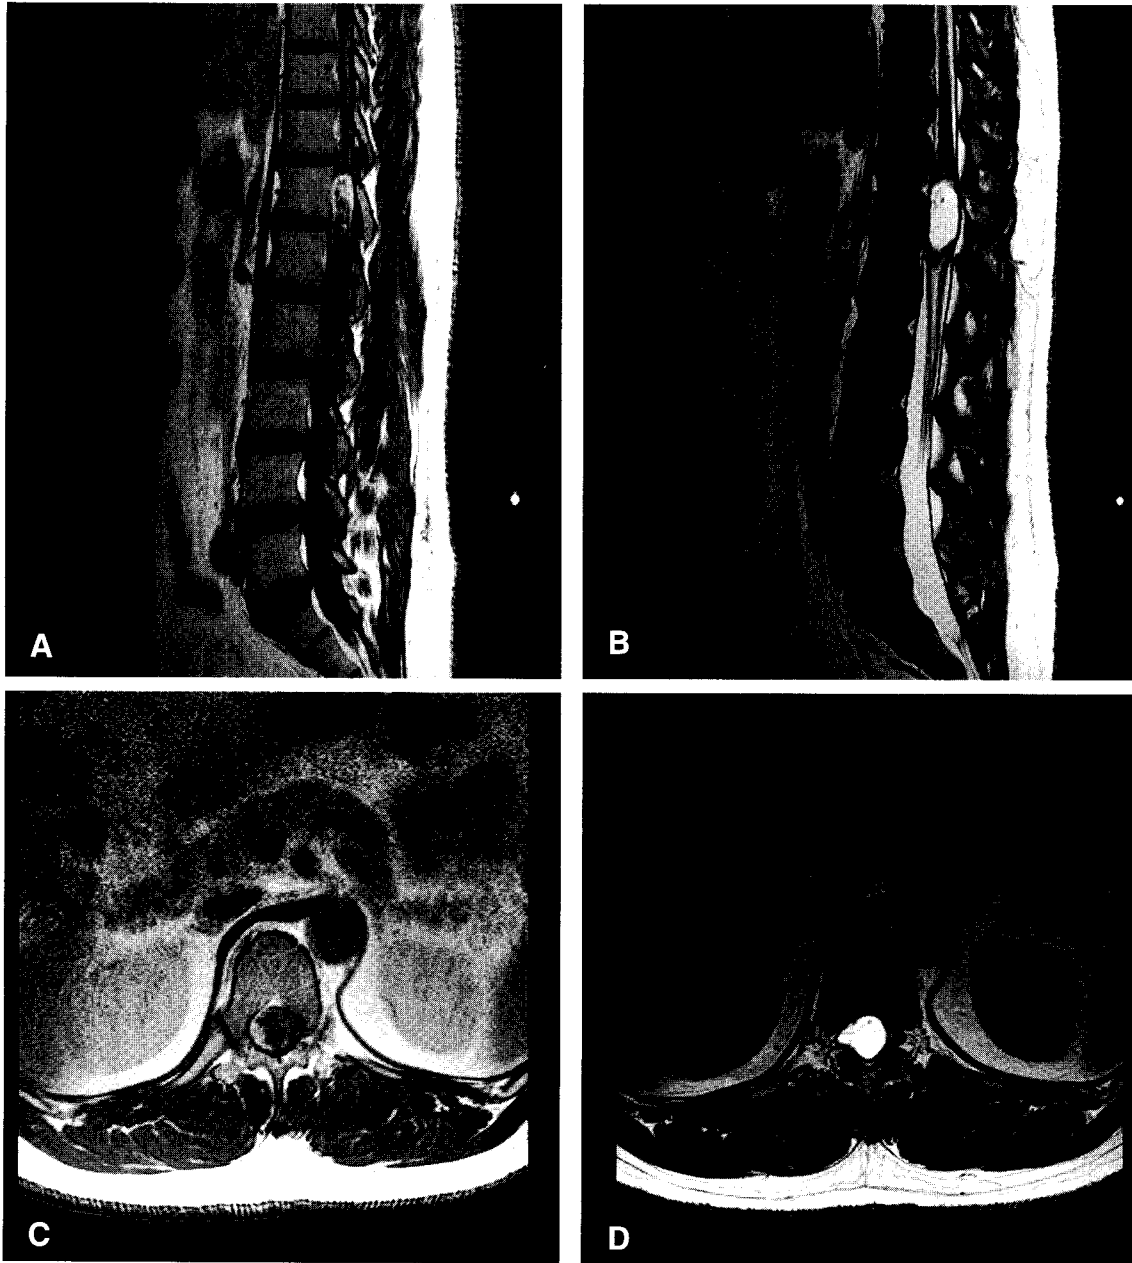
Thoracolumbar spine magnetic resonance image, Sagittal T1 weighted image (A), Sagittal T2 weighted image (B), Axial T1 weighted image (C), Axial T2 weighted image (D) showed abnormal mass at T12 intramedullary area.
